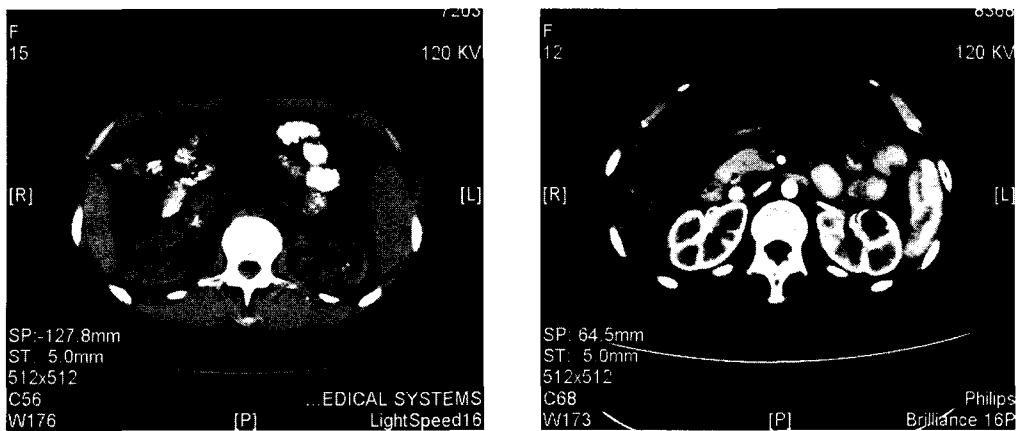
双肾 CT 平扫示双肾盏边缘多发弧形细线样高密度影;增强后扩张的集合管内造影剂聚集
